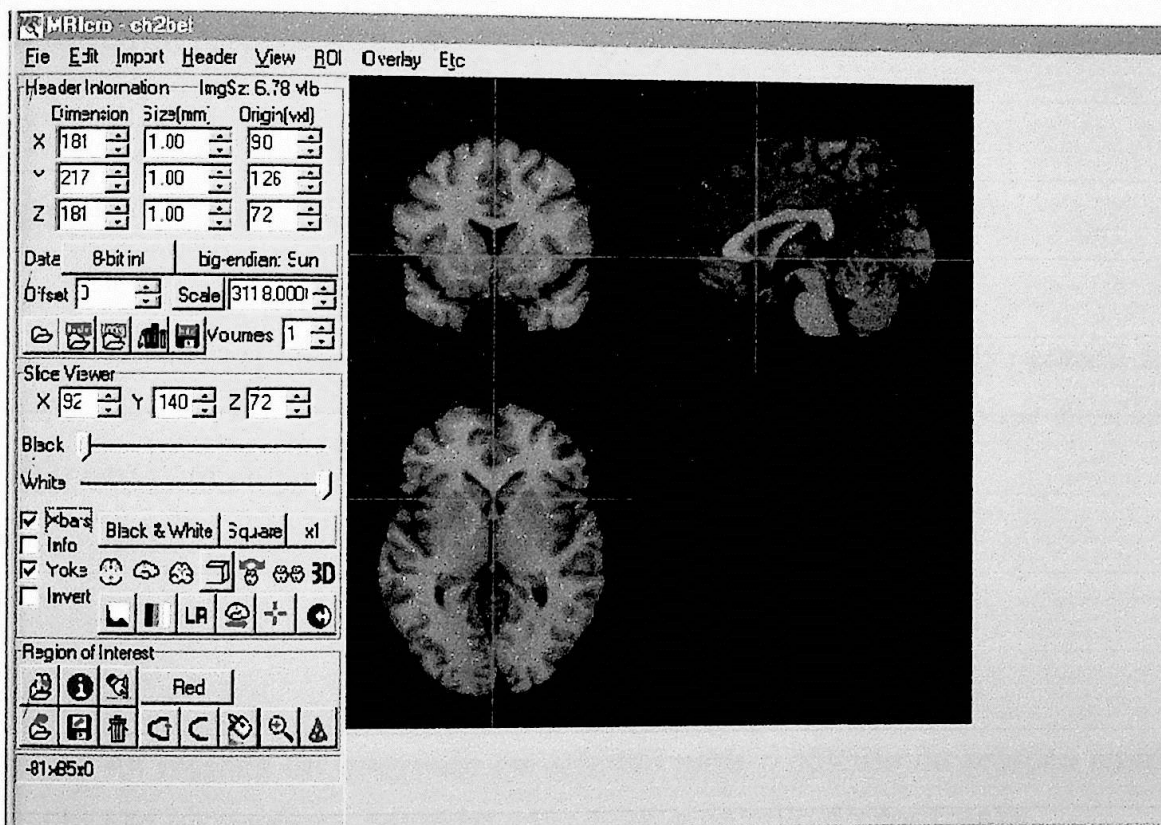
Localização da comissura anterior na ressonância magnética .
